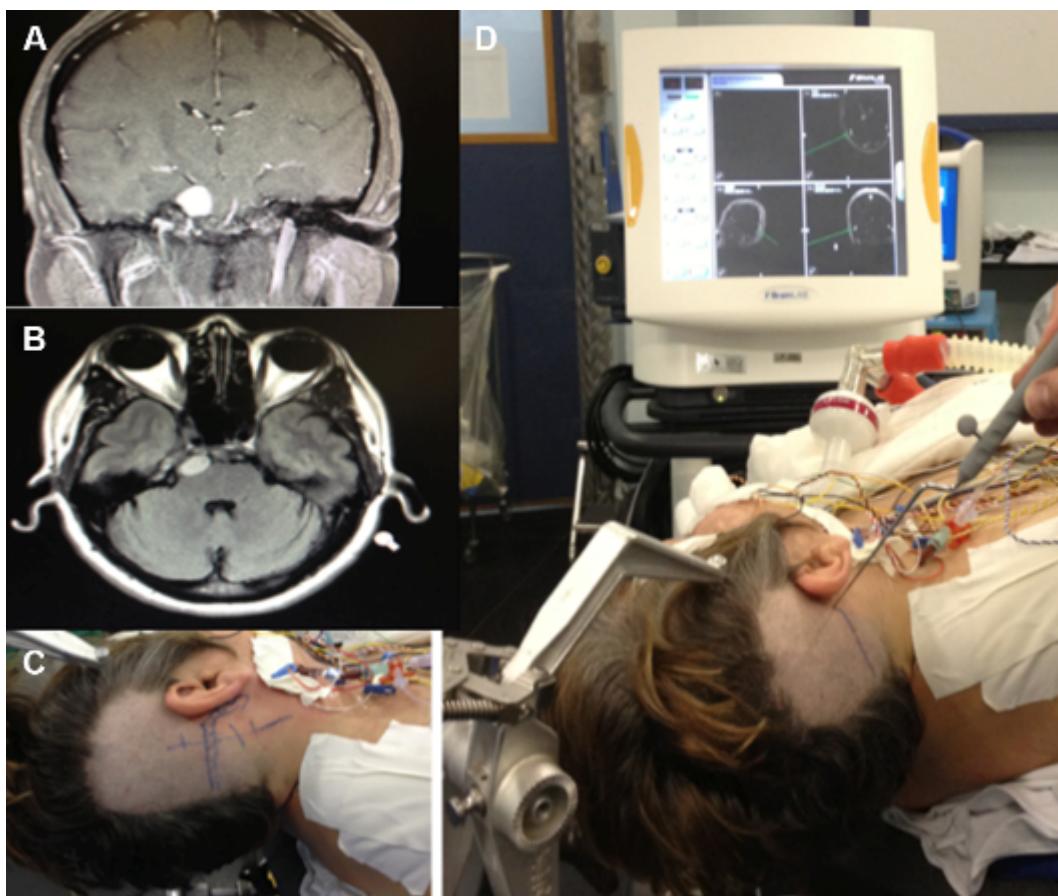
Patient with a small petroclival meningioma in the upper clivus that was resected by the retrosigmoid approach. Coronal (A) and axial (B) gadolinium-enhanced MRI scans. Incision site (C) and neuronavigation showing the junction position of the transverse and sigmoid sinuses (D).
